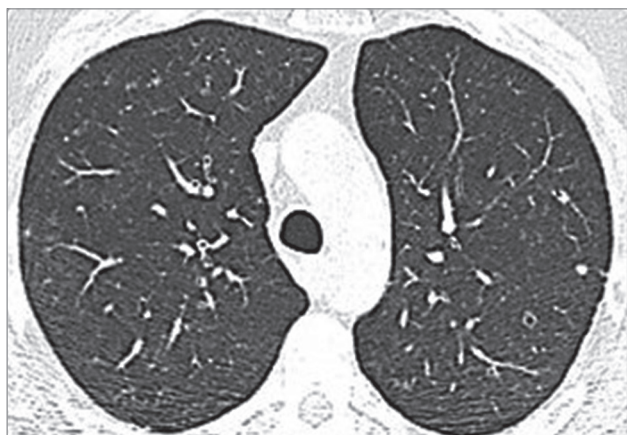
Картина очаговых затенений преимущественно в верхних отделах легких и интерстициальных изменений в левом легком у пациента, в течение 20 мес. получавшего моноклональное антитело, ингибитор интерлейкина-17 нетакимаб по поводу псориаза. Компьютерная томография (из архива Орловой Г.П.)
